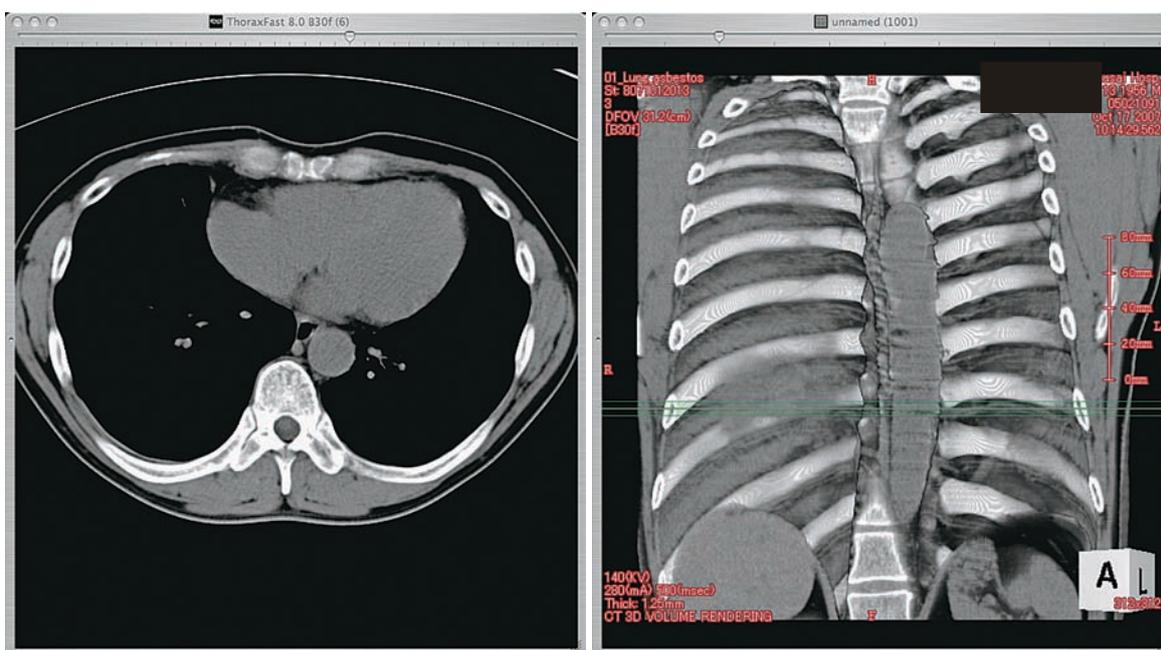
図1左：CT画像（縦隔条件、8ミリ厚） 右：胸壁3D表示（斜位）
